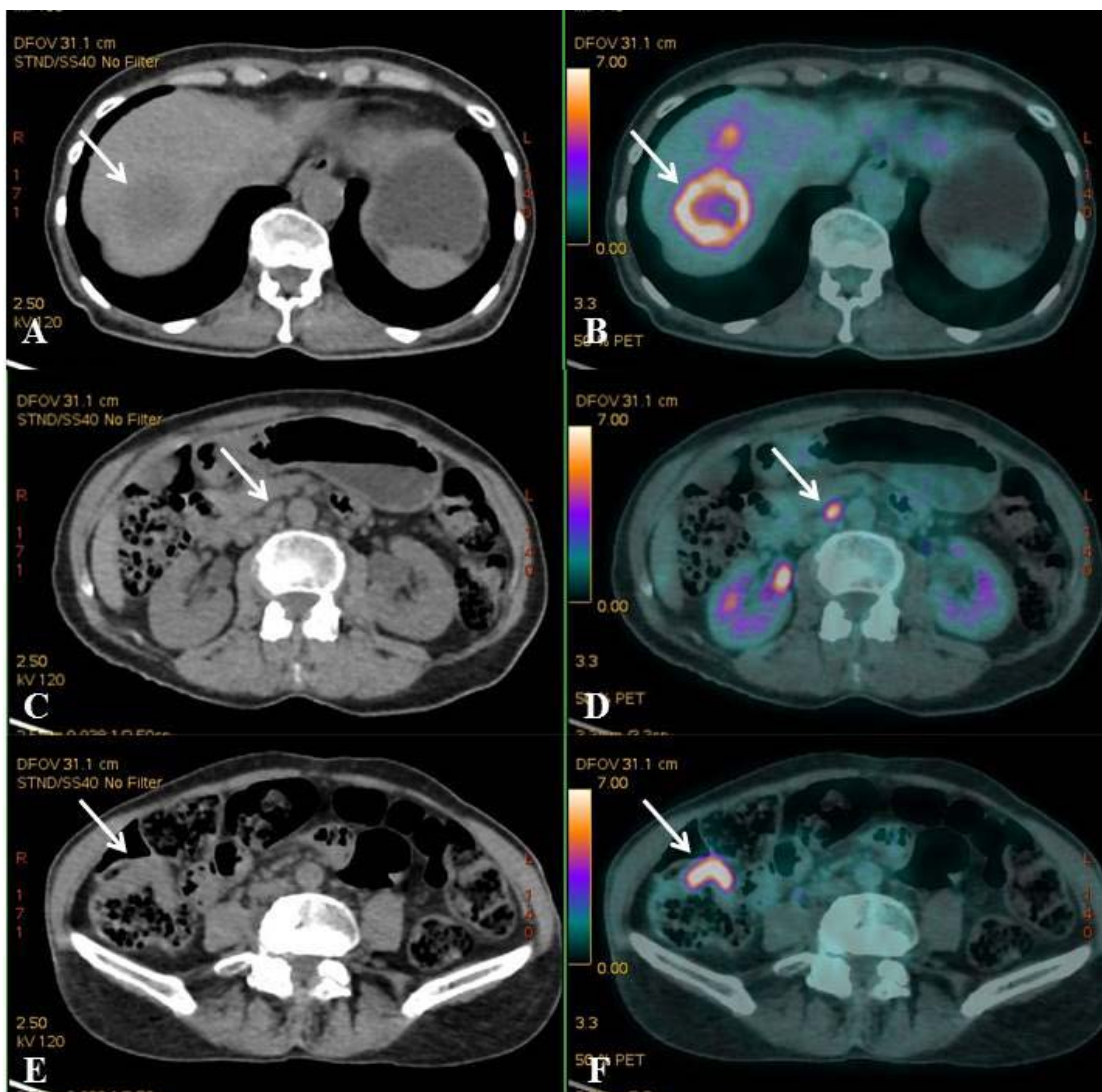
TC mostra lesão hepática hipodensa (seta) (A) hipercaptante na PET/CT (seta) (B), relacionada a implante neoplásico. Em C, TC mostra linfonodo intercavaoáortico (seta) com aumento do metabolismo na PET/CT (seta) (D). Há lesão parietal assimétrica no cólon direito na TC (seta) (E), com aumento da captação na PET/CT (seta) (F), relacionada à neoplasia colônica primária. Fonte: imagens gentilmente cedidas pela Dra Alice Schuch.
